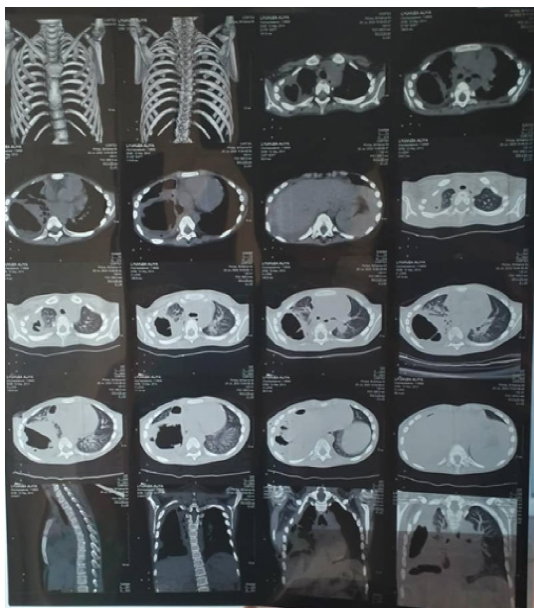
МСКТ органов грудной клетки больного после стабилизации состояния
